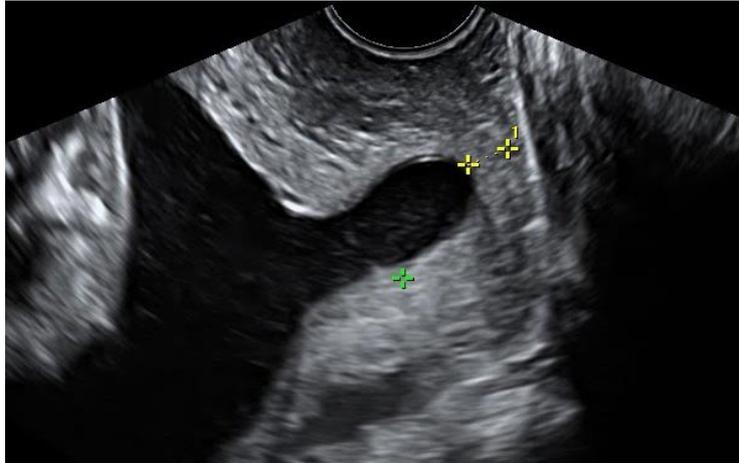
Ecografía transvaginal para medición de longitud cervical
